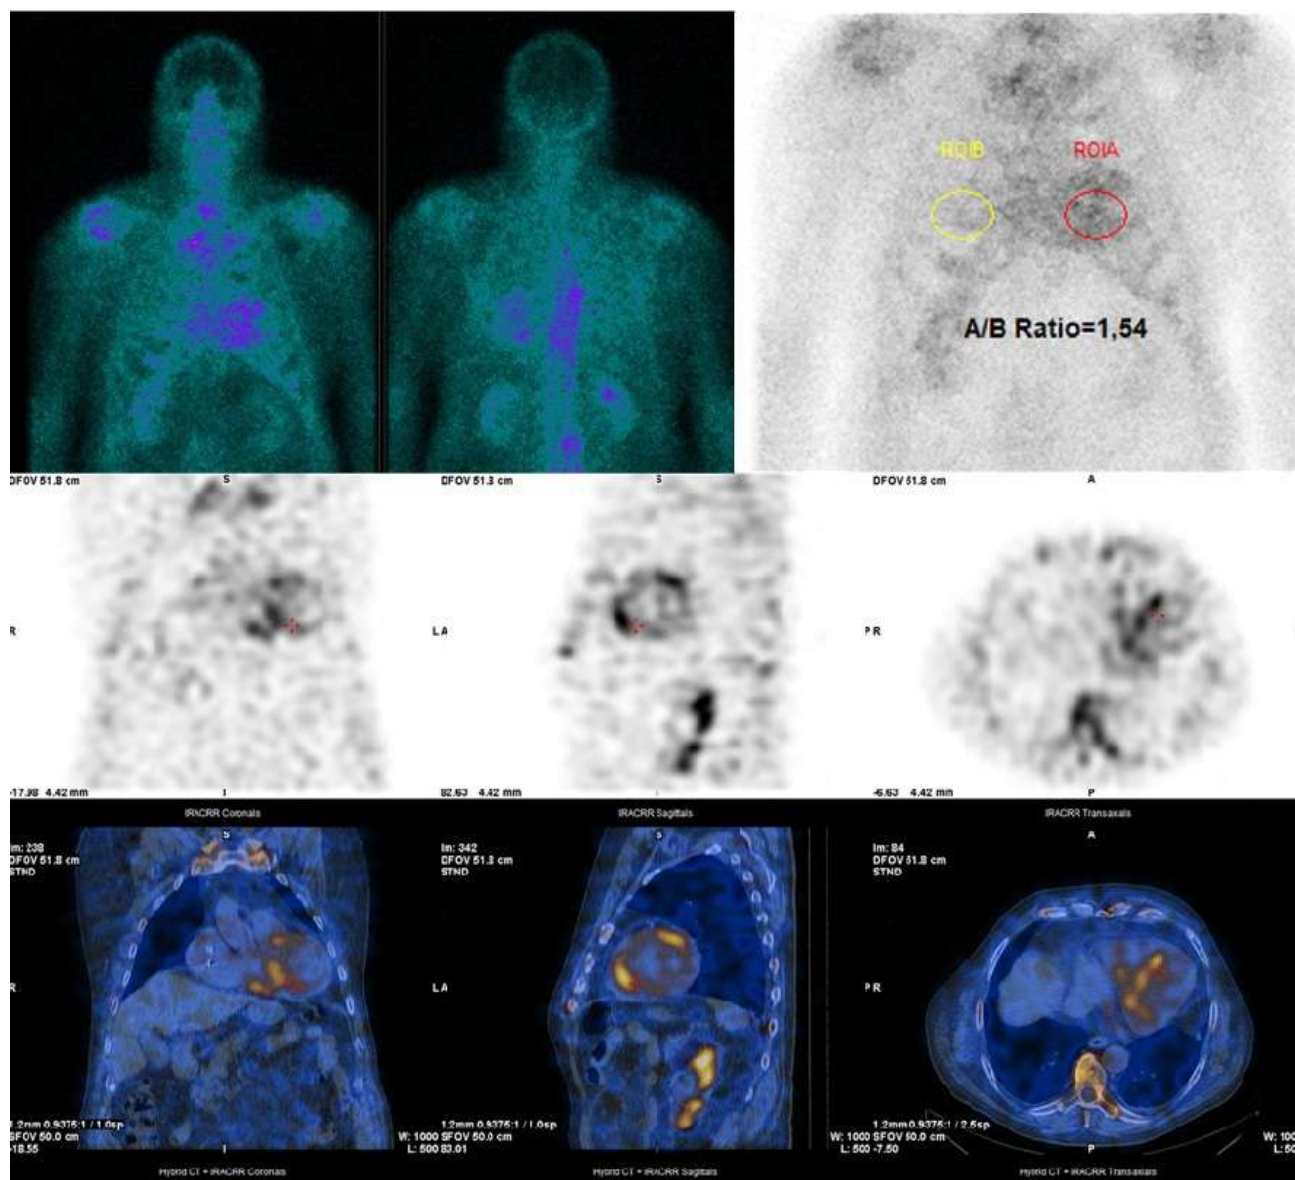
Данные сцинтиграфии и ОФЭКТ с ^{99}Tc пирофосфатом.
